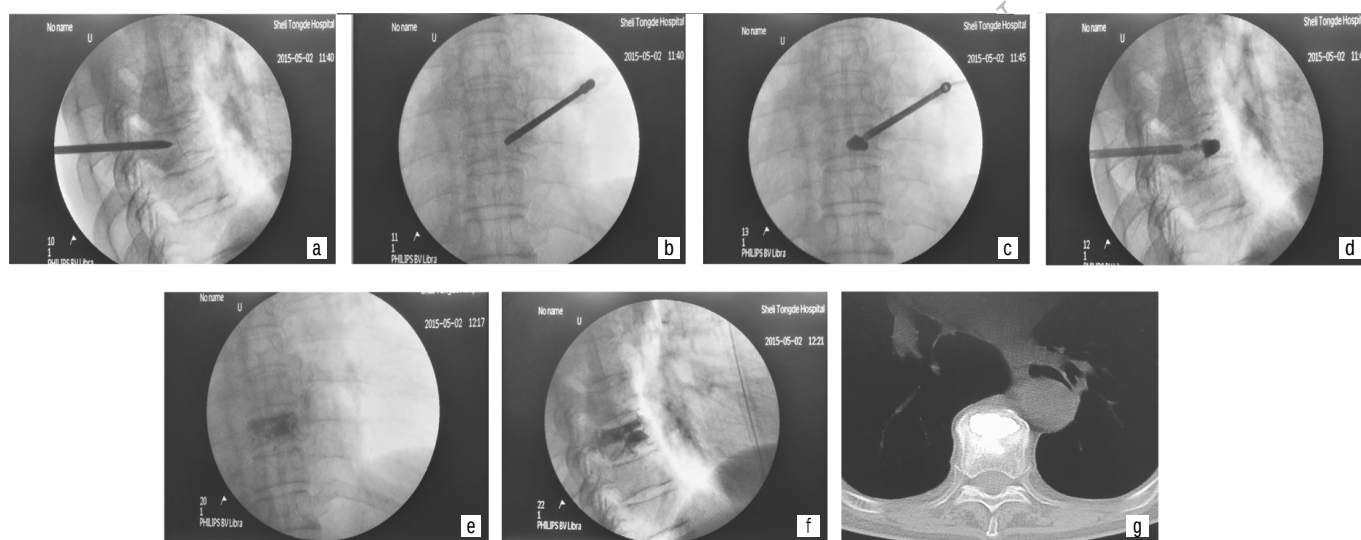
患者,女,69岁。 T_8 骨折,单侧经椎弓根入路穿刺行PKP,术中注射骨水泥4.5ml(a-b:穿刺套管单侧穿刺成功后正侧位像;c-d:球囊单侧扩张正侧位像;e-f:术后X线片;g:术后CT片)
